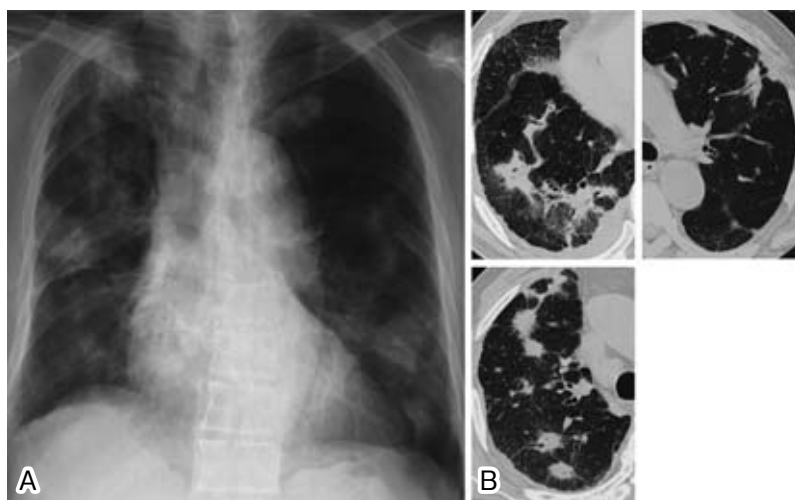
One month after the hospitalization, chest X-ray film (A) and CT (B) showed the improvement of the consolidation in the right lower lobe and the deterioration of the nodular shadows.
